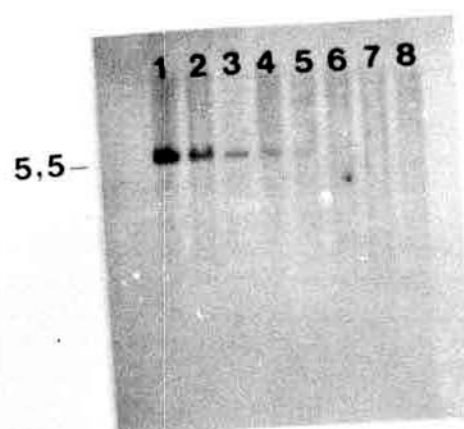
Autorradiografia das misturas de DNA genômico masculino e feminino digeridos com EcoRI em quantidades decrescentes de DNA masculino 10ug (1), 5ug (2), 2ug (3), 1ug (4), 0.5ug (5), 0.2ug (6) e 0.1ug (7) com a sonda pDP97
